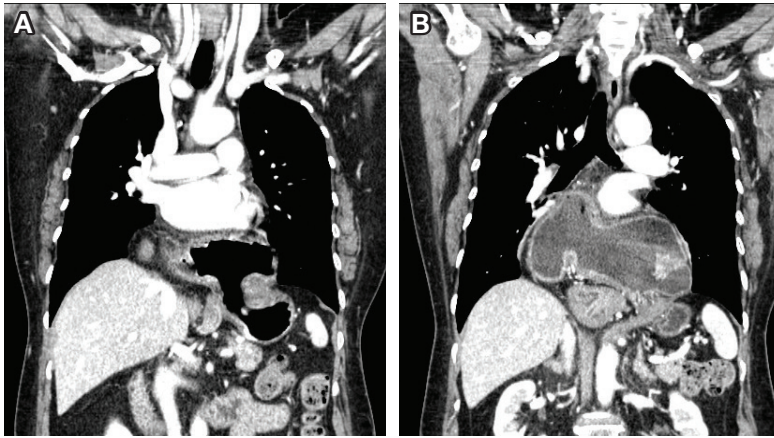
수술 직전 흉부 CT coronal image
